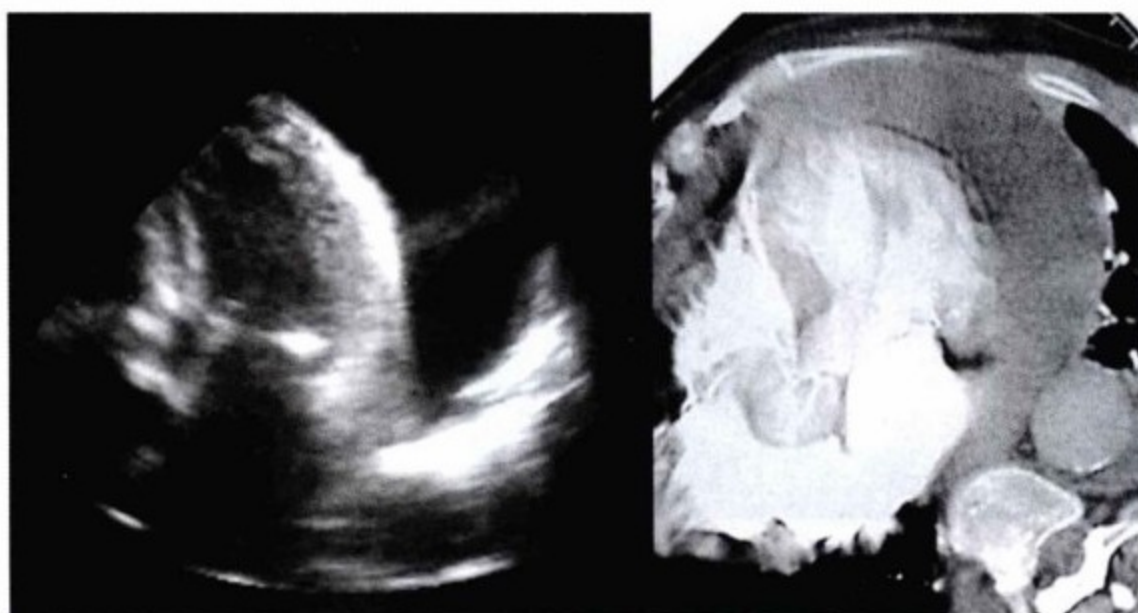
左图,心尖区经胸超声心动图显示积液。右图,对比增强CT轴位图像与经胸超声心动图的图像相符。
